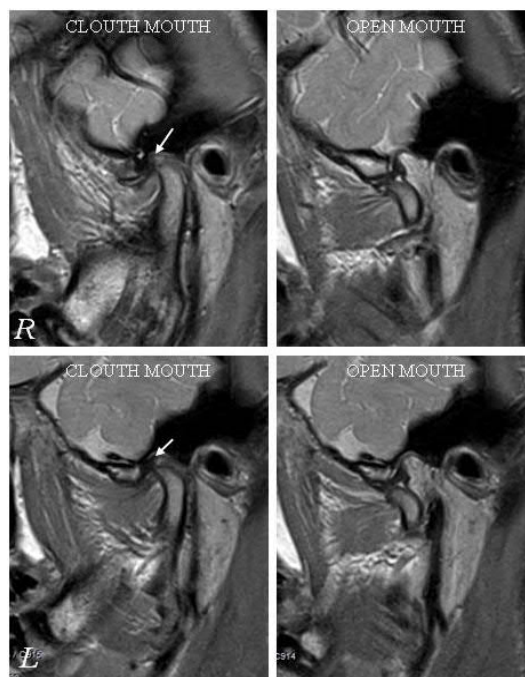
МРТ СНЩС пацієнта К. 19 р., іст. хв. № 207.
